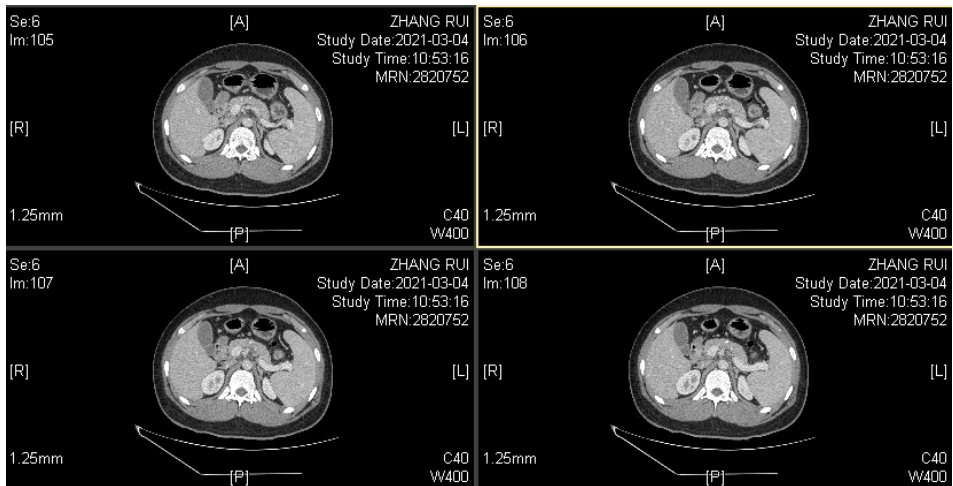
CT scan of the upper abdomen
